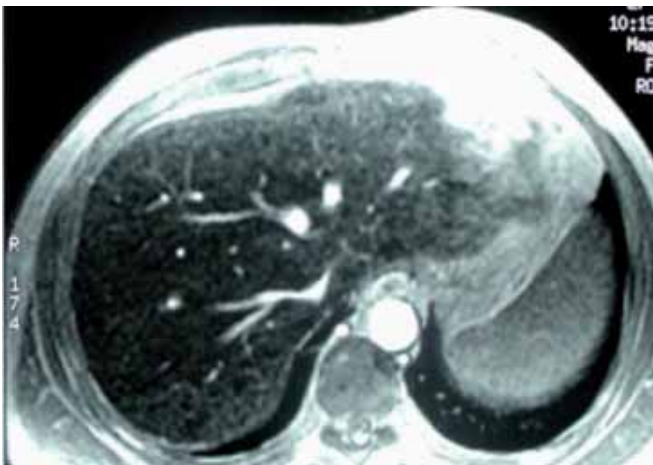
Resonancia magnética hepática
